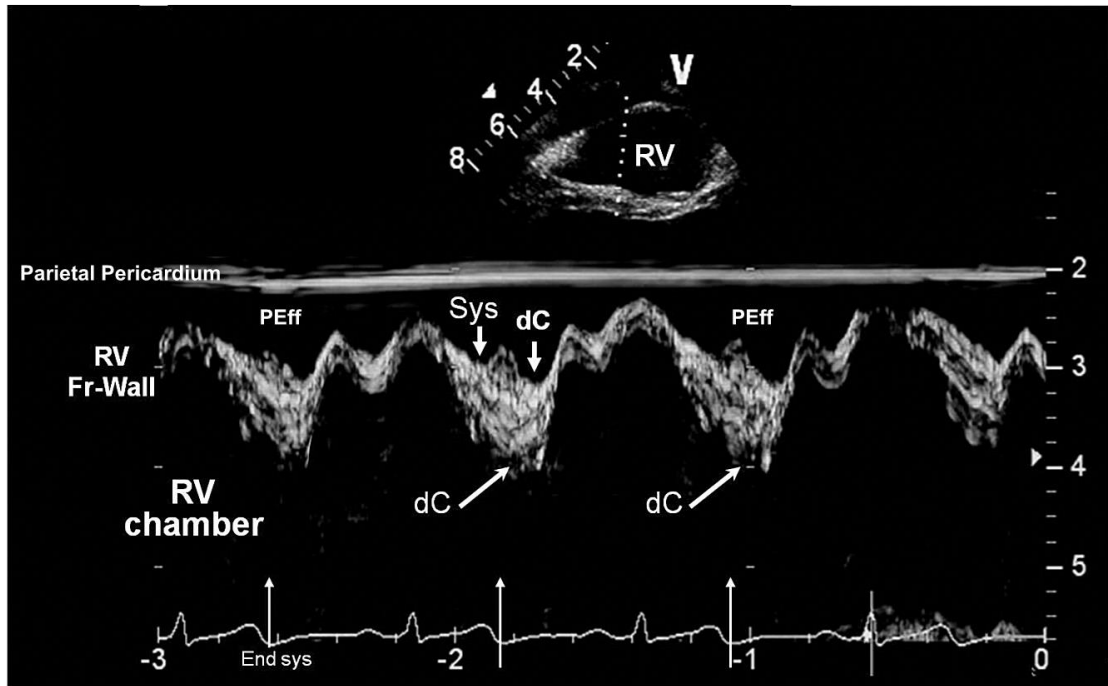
心包积液合并心脏压塞患者的心脏二维剑下切面。M 型光标放置于右心室游离壁（Fr-Wall）显示舒张期右心室内陷或“塌陷”（dC）的出现和持续时间。收缩期（Sys）右心室收缩并向内移动。然而，在右心室收缩末期（超声心动图上的细箭头）之后右心室舒张造成心腔内压力低于心包压力，导致舒张早期右心室塌陷（dC）。随后，右心室充盈，心腔压力增加，心肌壁朝向心包侧运动。最大的右心室心腔大小出现在心房收缩后。
